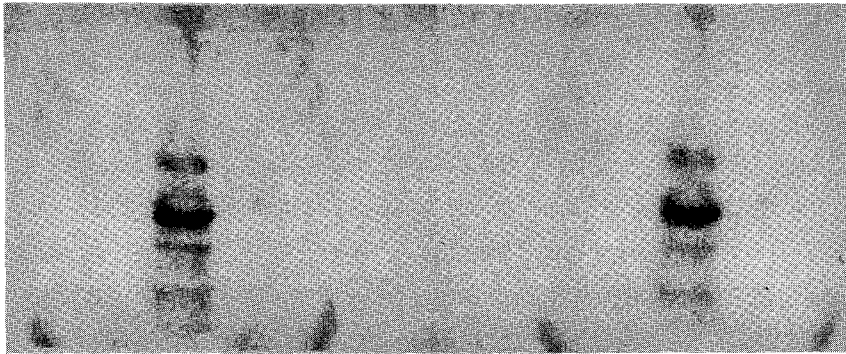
^{99m}Tc-MDP bone scintigraphy (3 hour, left; 24 hour, right) of patient with asymptomatic old fracture of the vertebra. 24/3 radio-uptake ratio ([lesion/non-lesion uptake ratio at 24 hour]/[lesion/non-lesion uptake ratio at 3 hour]) was 0.96.
